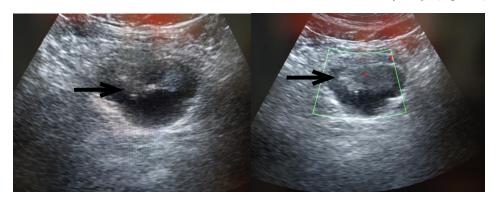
Ultrasonido transabdominal: engrosamiento focal de aspecto tumoral en la vejiga (flecha)
